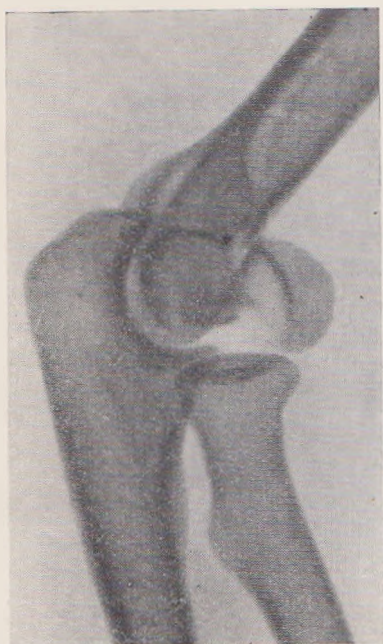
Рентгенограмма изолированного перелома головчатого возвышения плечевой кости.
